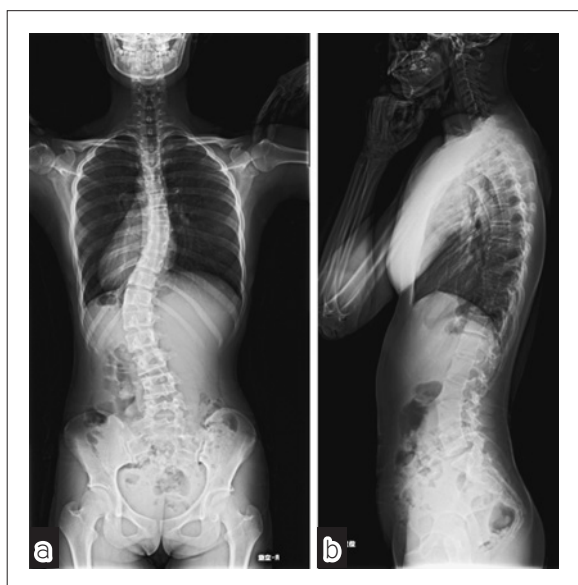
a 全脊椎単純X線正面像にて Lenke 分類 type 5c, Cobb 角の 33 度の側弯を認める。
